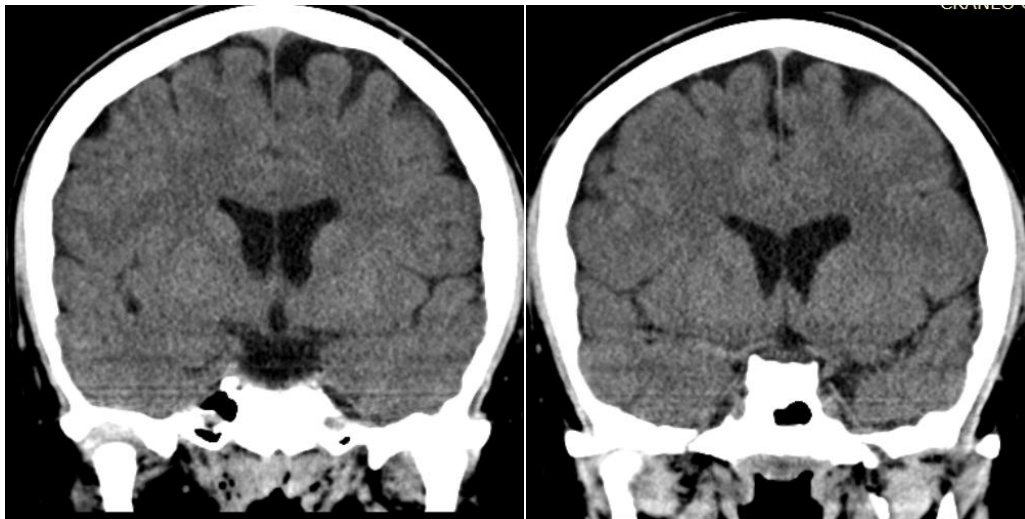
Tomografía axial computarizada. Cortes coronales del cerebro donde se observa atrofia cortical izquierda.
